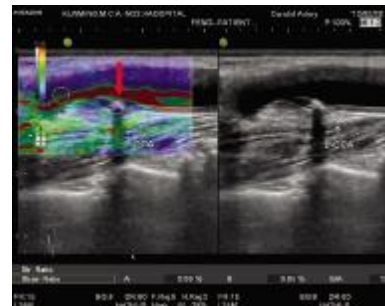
强回声斑块(红色箭头所指)超声弹性图像显示为以蓝色为主
